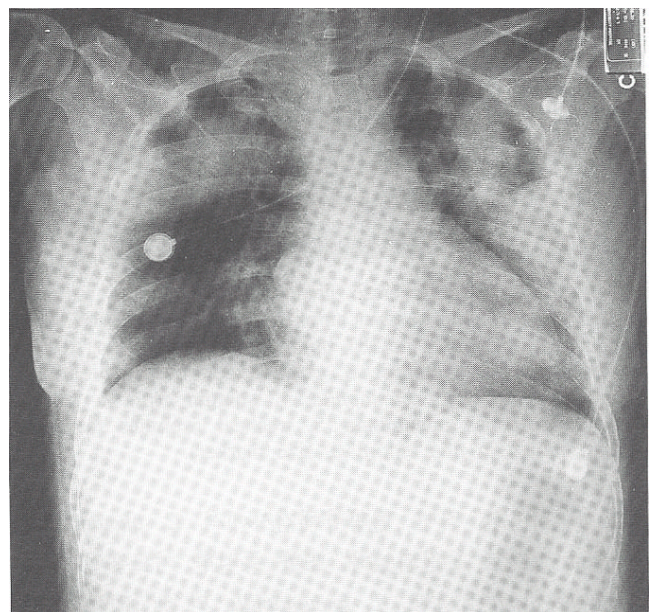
A chest radiograph showed multifocal mass-like pneumonic consolidations on both lung fields on the 10th day of admission.
